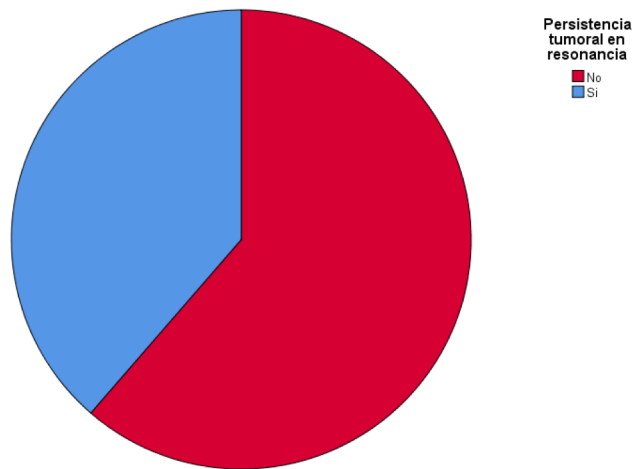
Persistencia tumoral en RMN al año de la cirugía.
